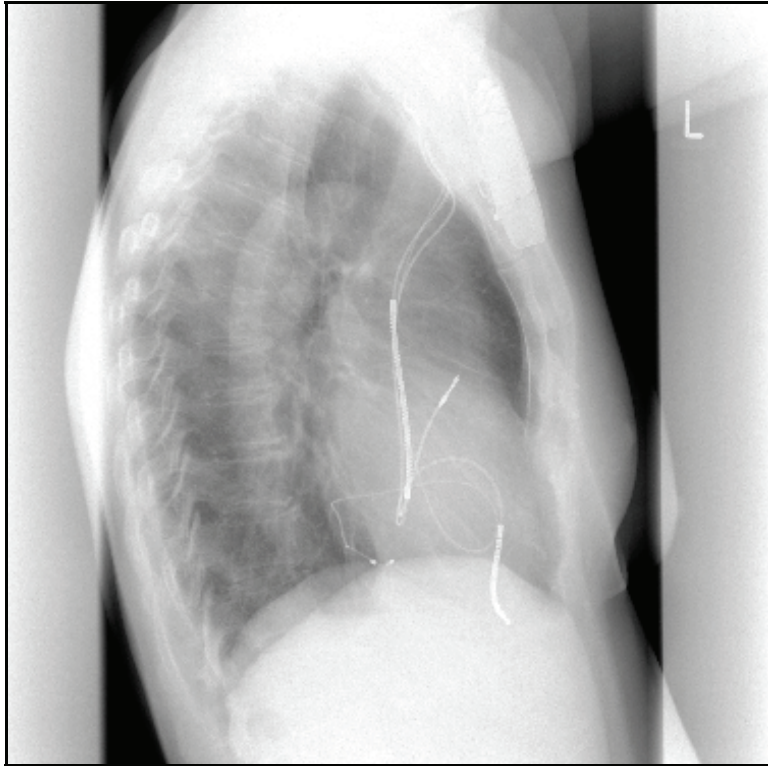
Röntgen-Thorax seitlich einer Patientin mit einem St. Jude Medical Epic HF ATLAS System zur Darstellung der Elektrodenlage: rechter Ventrikel (rechts ventral im Bild), rechtes Atrium (ventral, kranial) und linke Kammerelektrode im Coronarsinus (dorsal, kaudal).
